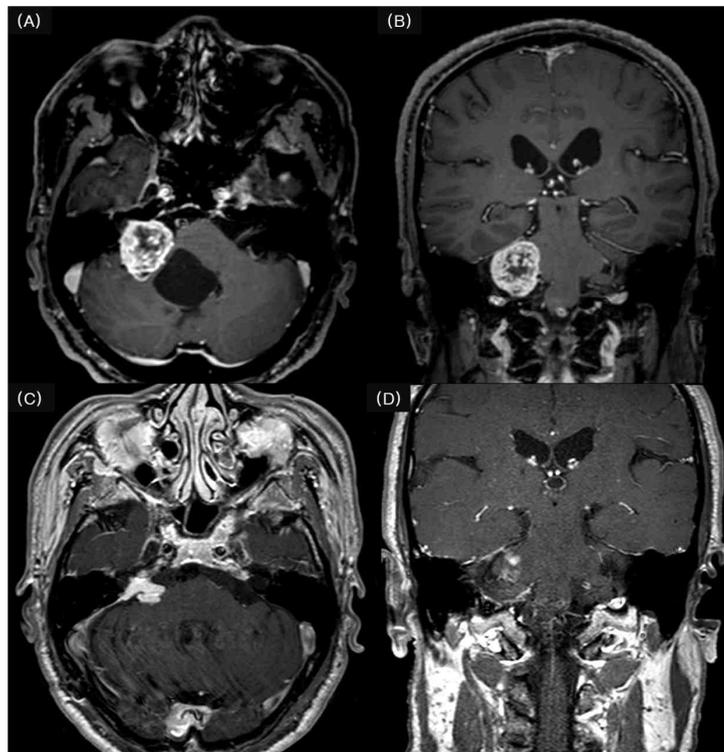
Pre- and post-operative MRI. (A, B) Preoperative Gd enhanced axial T1 weighted and coronal images show approximately 2.2×2.9×2.8 cm sized, well-demarcated mass with central necrosis in right cerebellopontine angle. (C, D) Postoperative Gd enhanced axial T1 weighted and coronal images reveal decreased mass in right cerebellopontine angle.
